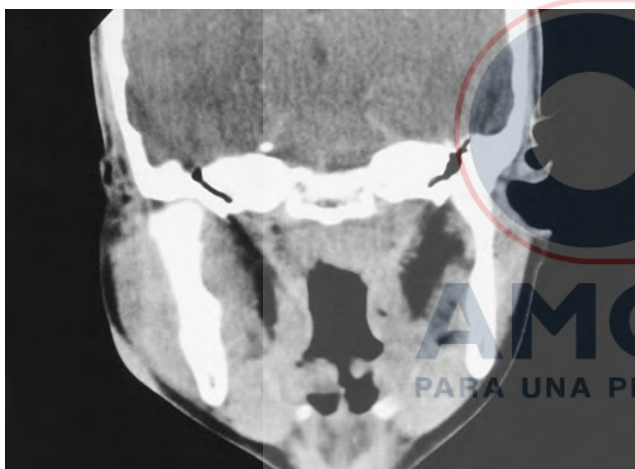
TC craneofacial. Afectación de partes blandas y periostitis por *Actinomyces*.
